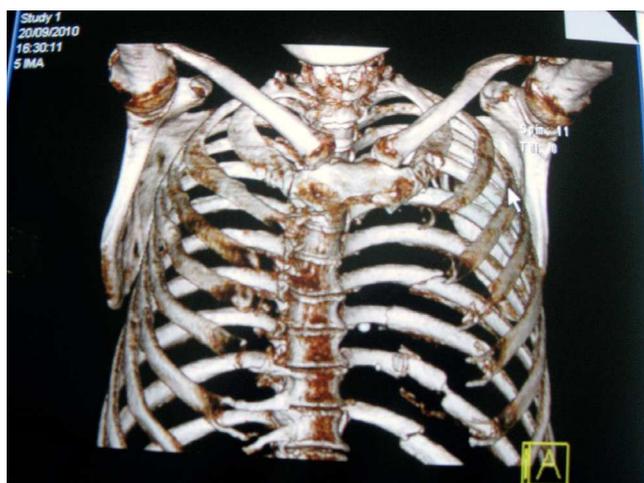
Tomografía. Se aprecian múltiples fracturas y luxación esternocostoclavicular bilateral.
